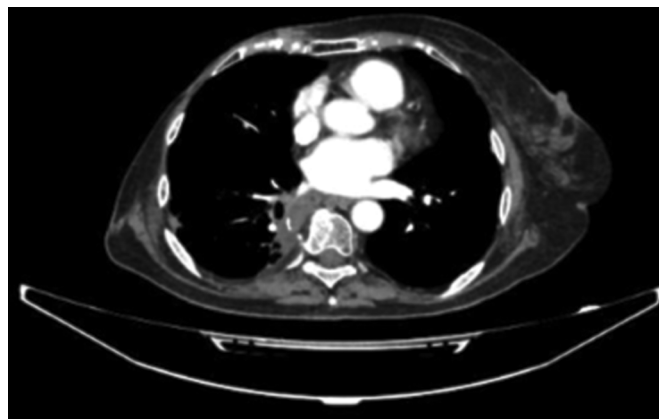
Томограмма органов грудной клетки через 1 месяц после проведения микроволновой абляции
